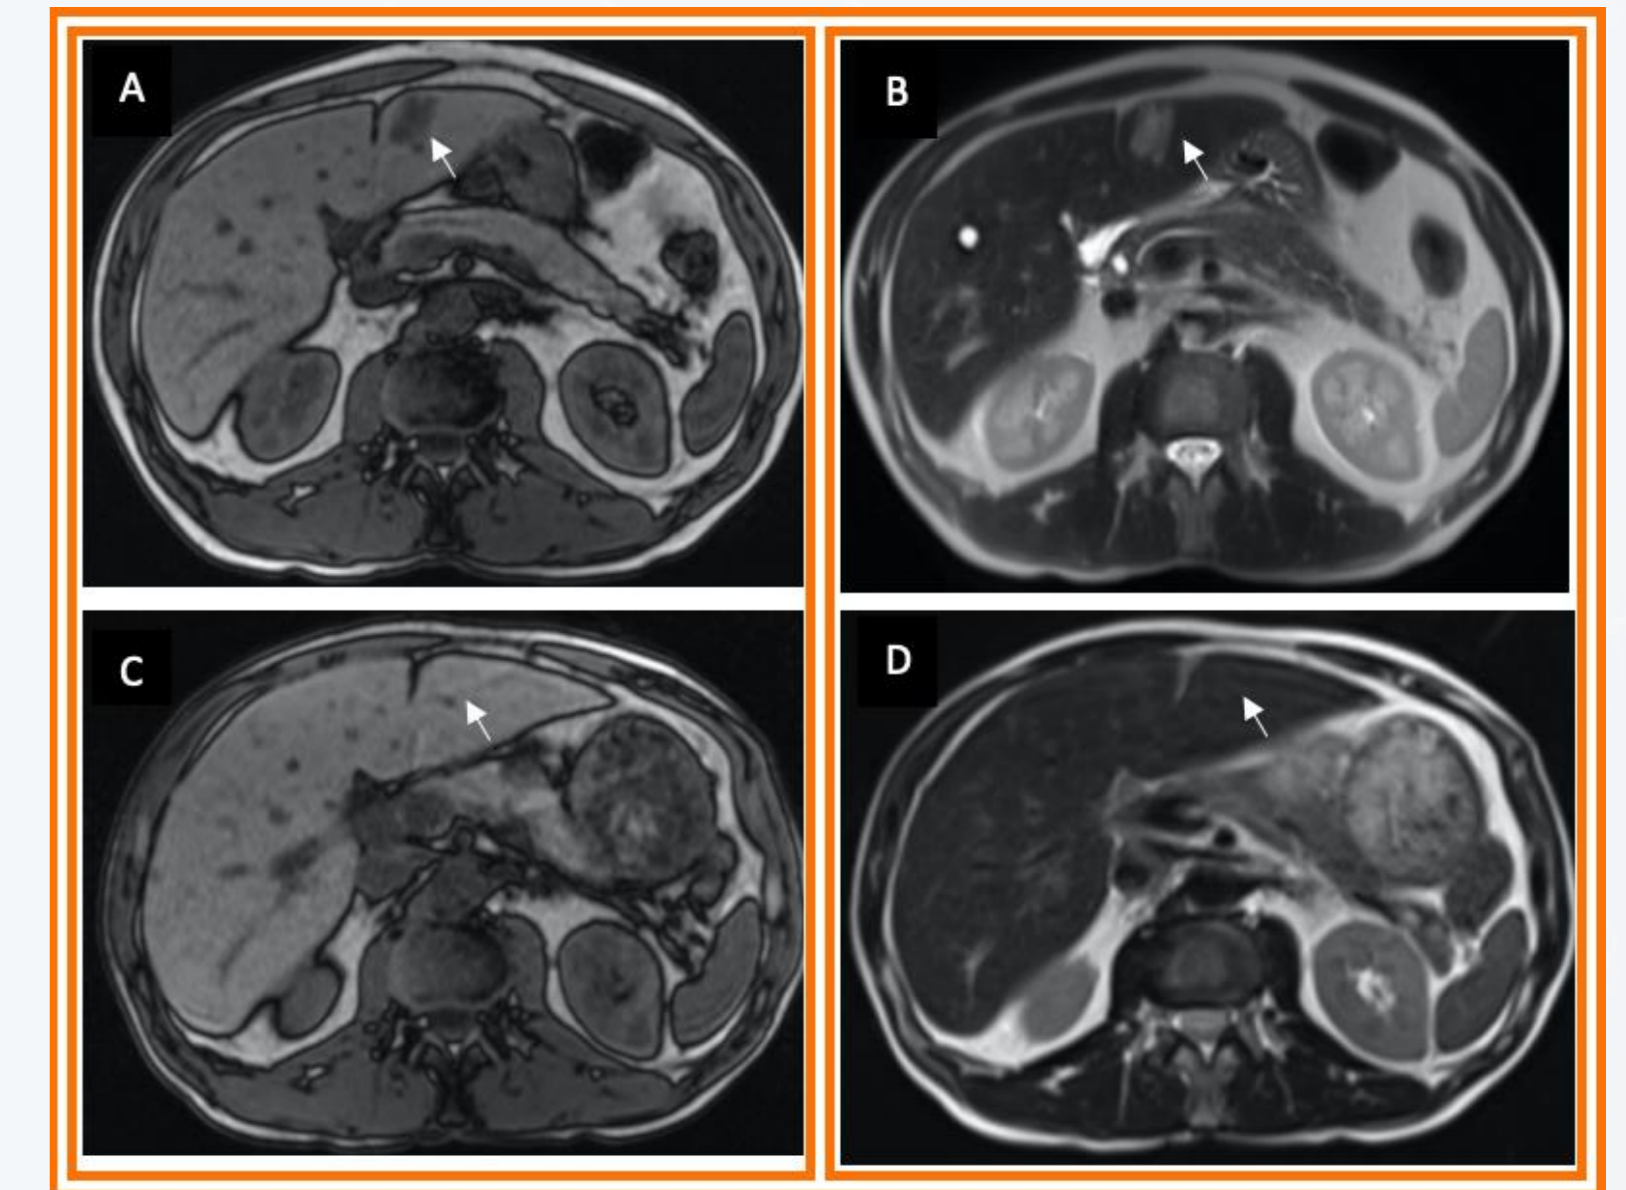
RMN de LOES hepáticas antes y después de la terapia de conversión. A) Secuencia T1 previa a Quimioterapia. B) Secuencia T1 posterior a Quimioterapia. C) Secuencia T2 previa a Quimioterapia. D) Secuencia T2 posterior a Quimioterapia.
